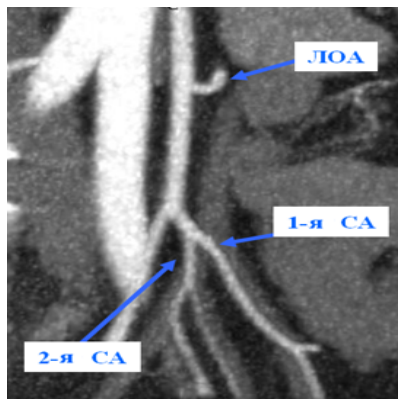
Стволовой дисигмовидный подтип ветвления нижней брыжеечной артерии. Обозначения: ЛОА – левая ободочная артерия; СА – сигмовидная артерия. МСКТ, пегМР, фронтальная плоскость.
